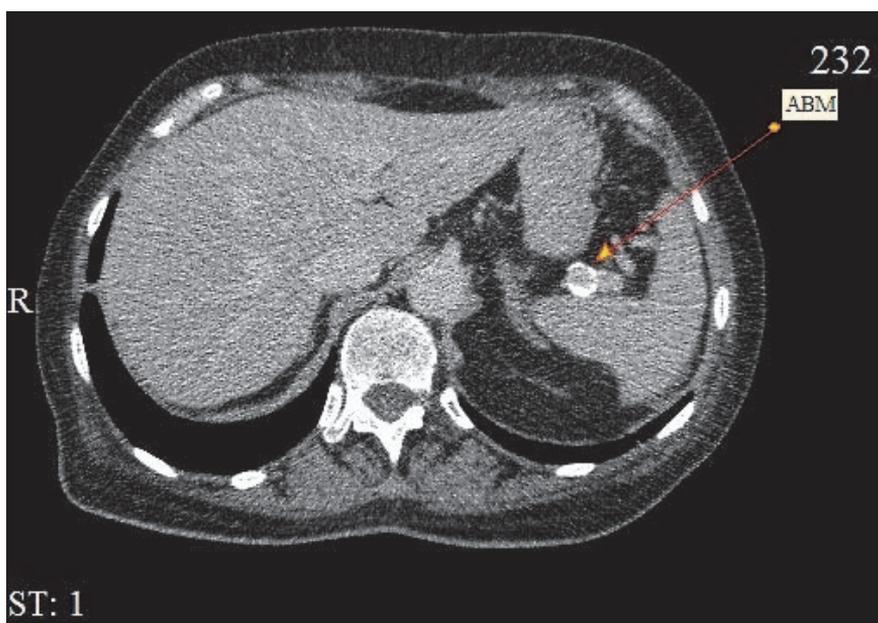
КТ-ангиография органов брюшной полости. Паренхиматозная фаза. В воротах селезенки обнаруживается АВМ с обызвествлением по периферии. Аксиальная проекция.
